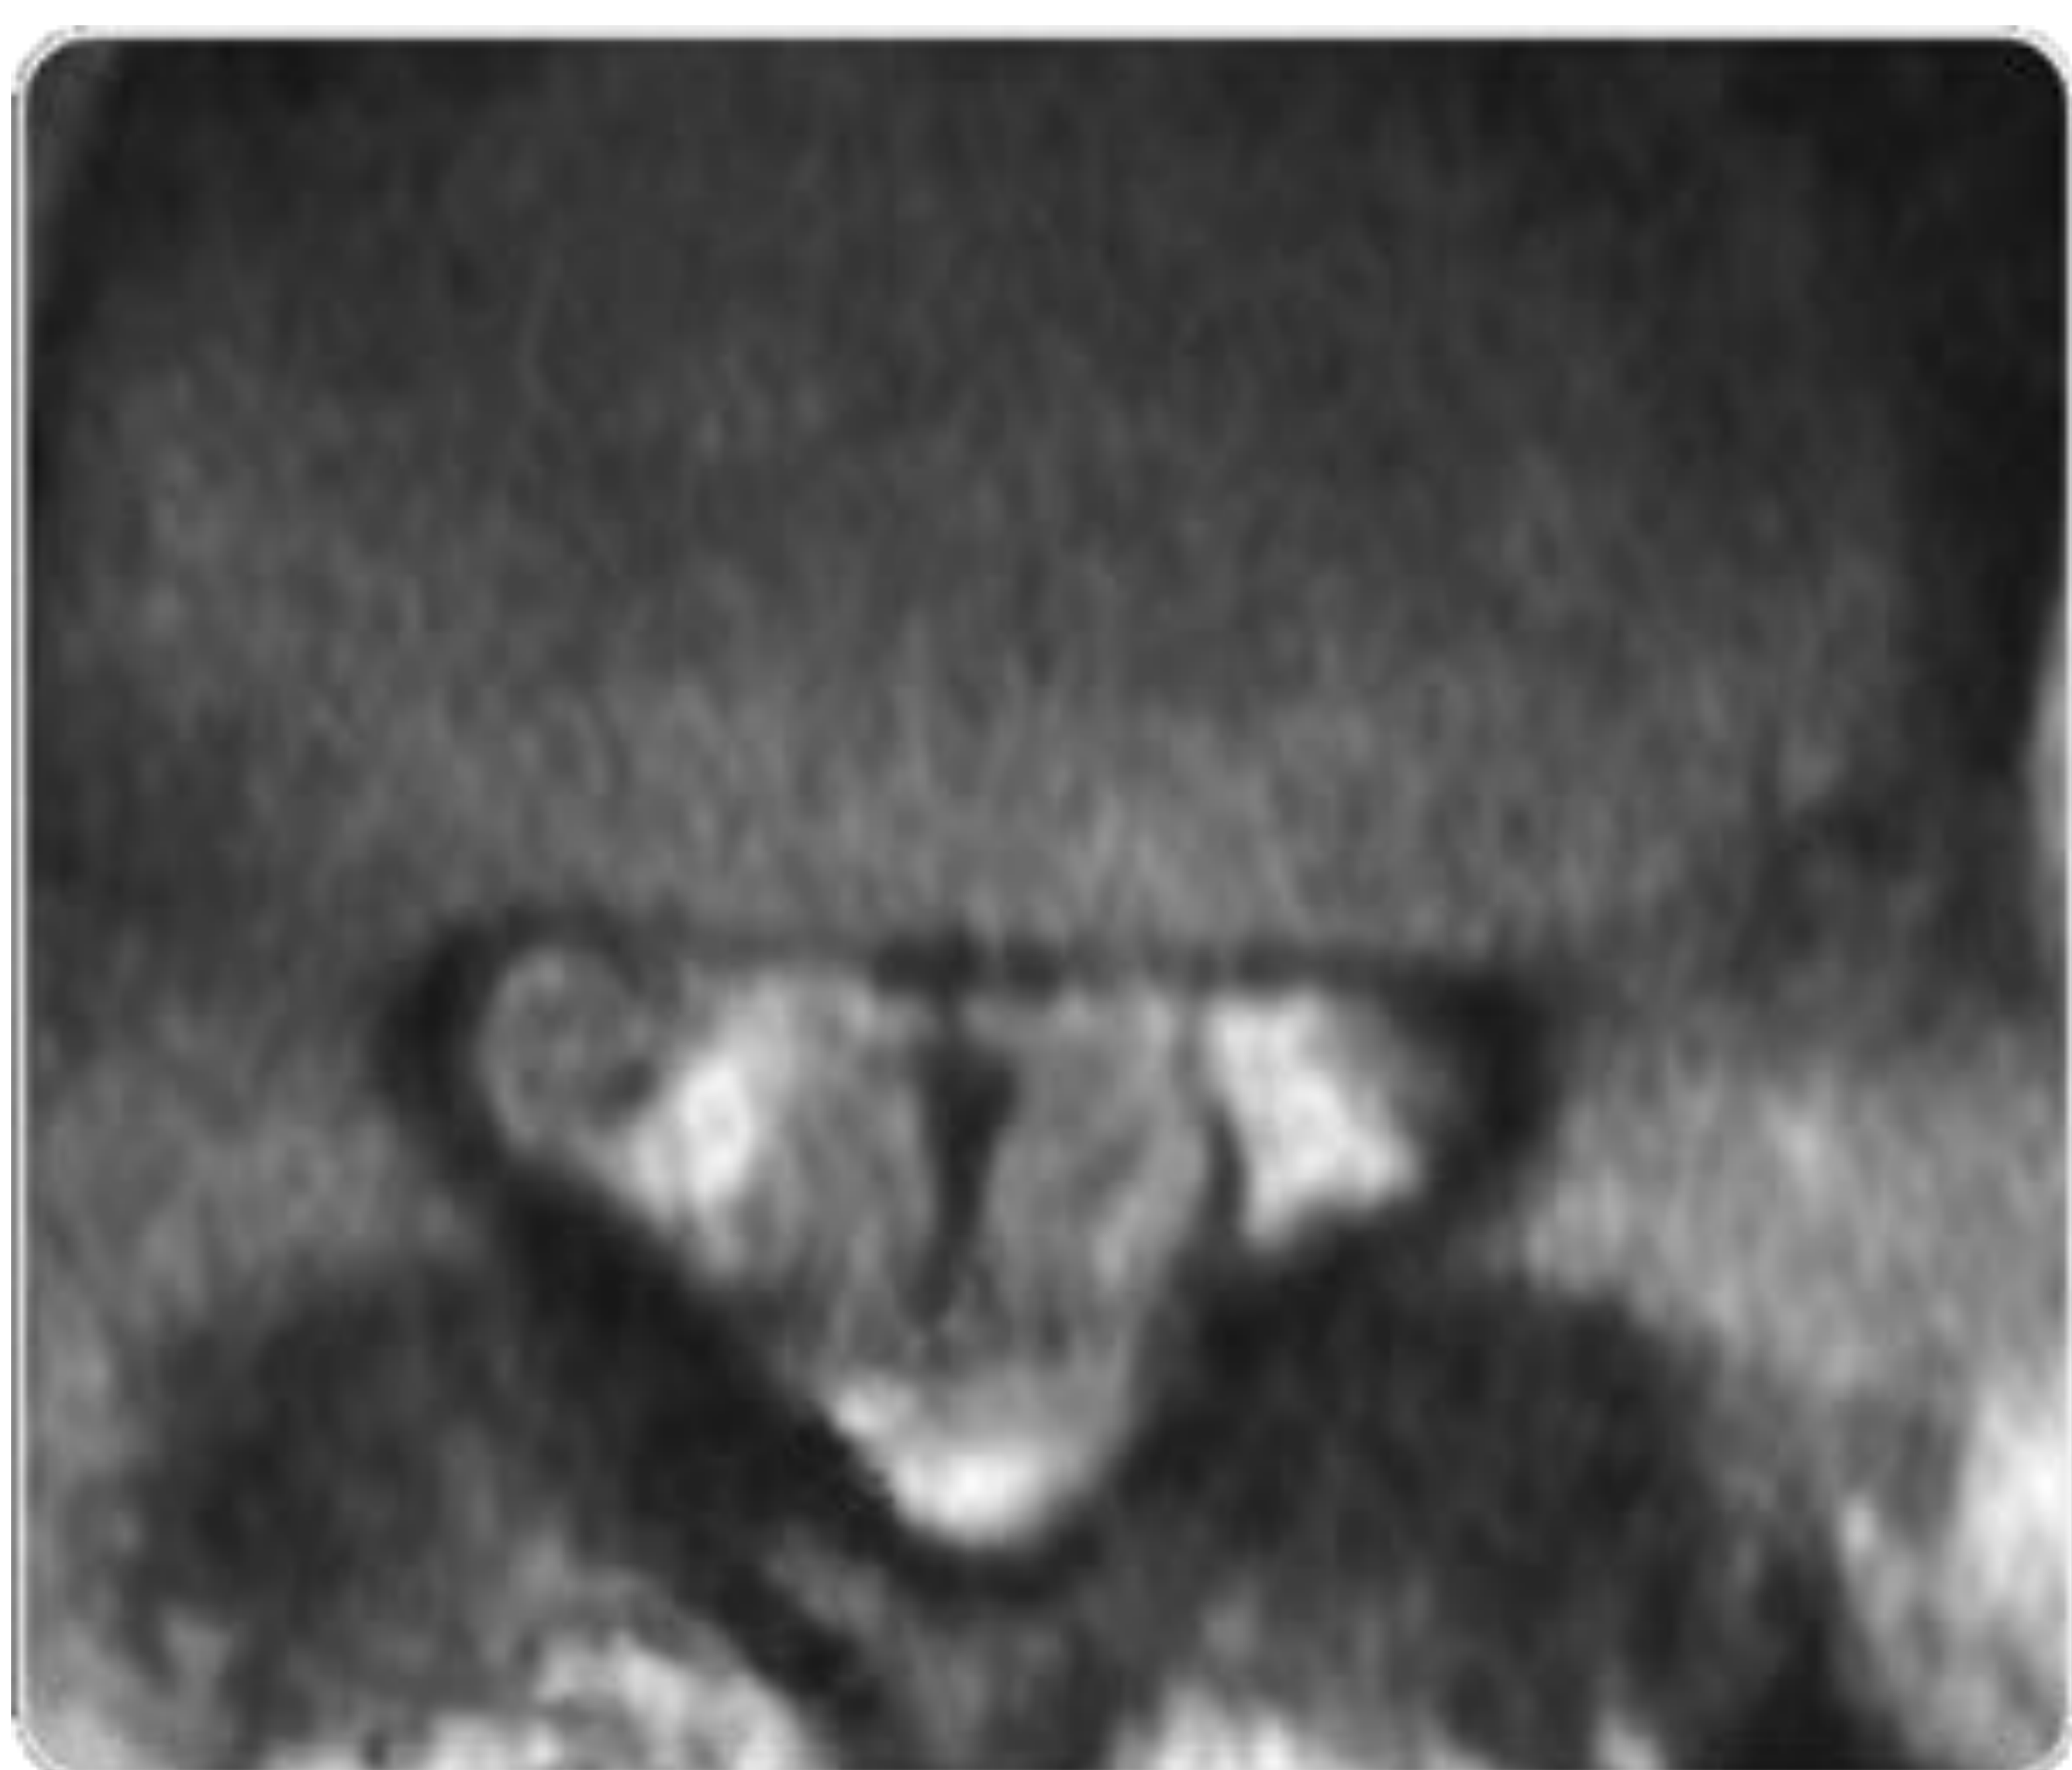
Paciente de 62 años sin antecedentes quirúrgicos o craneales, que refería dolor lumbar bajo de varios meses de evolución. Imagen axial de RM potenciadas en T2 a nivel de L4-L5 en el que se evidencia un septo en línea media del saco tecal lumbosacro
